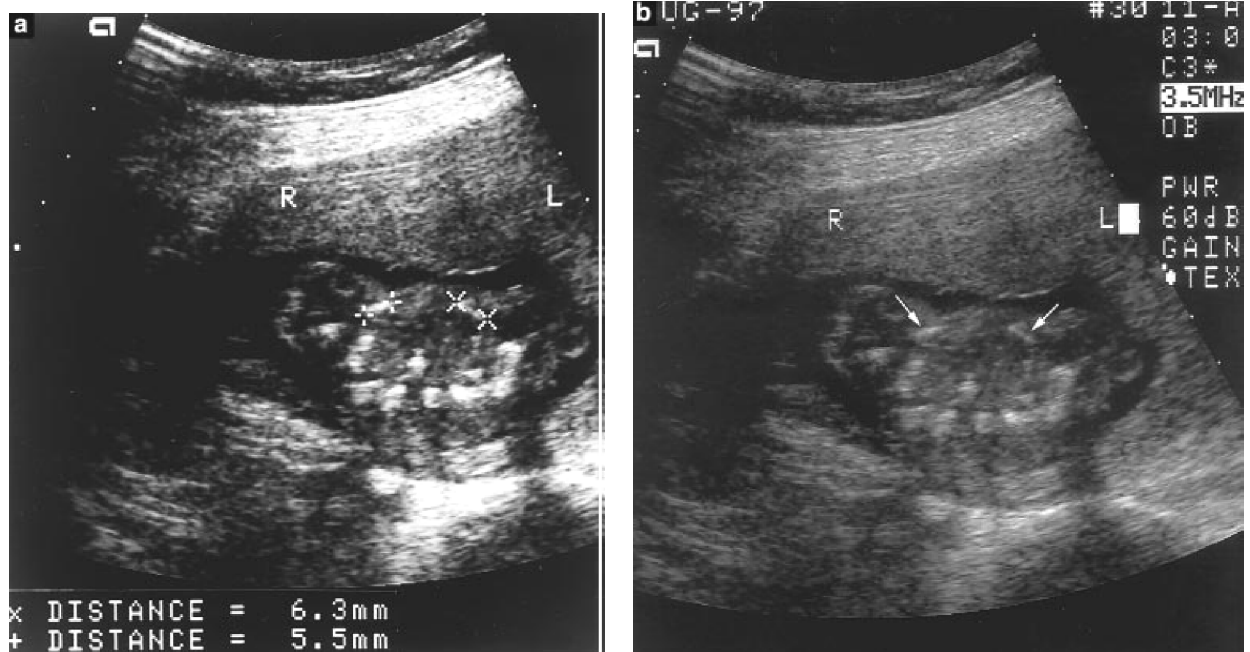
Ultrasonido mostrando el tórax para examinar clavículas derecha e izquierda, a) con medidas y b) sin medidas a las 14 semanas y 2 días.⁴⁷
